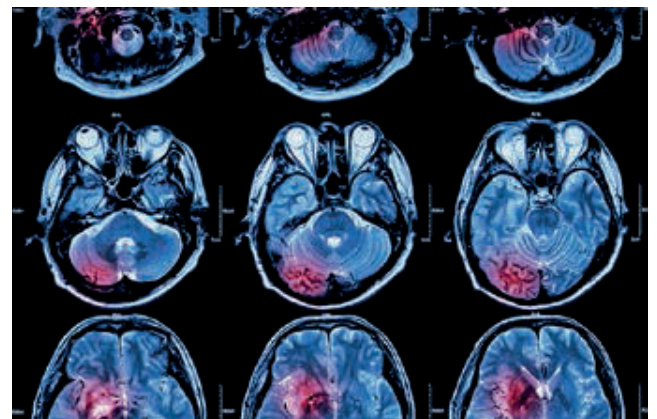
Resonancia magnética funcional (RMF). Método de neuroimagen funcional que posibilita el cálculo del metabolismo regional en el encéfalo detectando cambios en el nivel de oxígeno en sangre.
